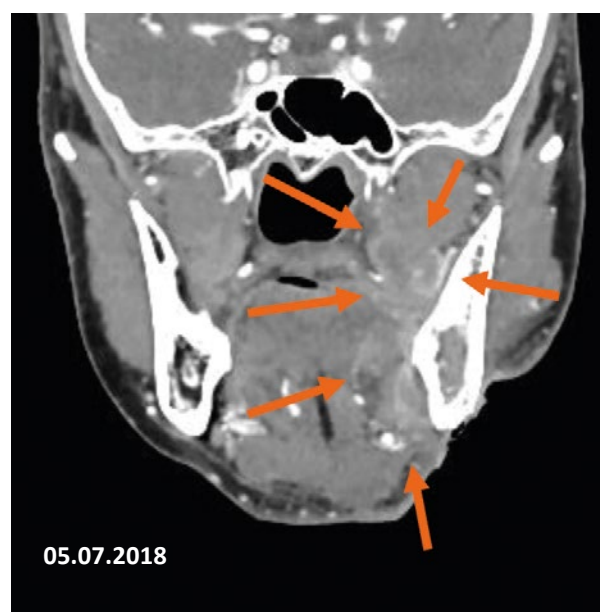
КТ-граммы больного К. до начала терапии ниволумабом, фронтальная проекция. Стрелками указаны границы опухоли.
